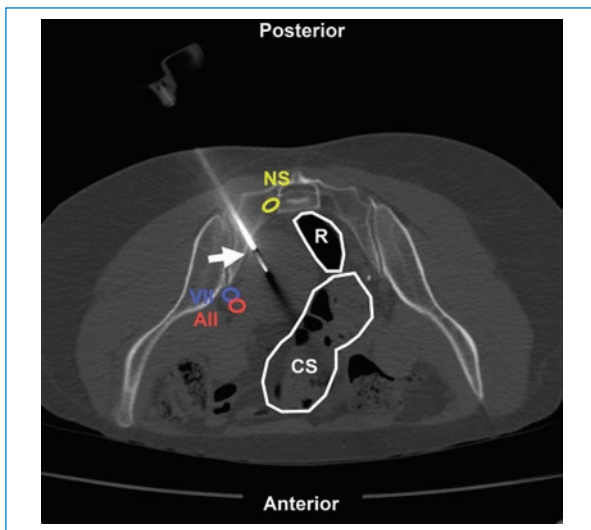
Mujer de 59 años con masa presacra en contexto de dolor pelviano inespecífico. BP coaxial con acceso trans-sacro (flecha) bajo TC. Estructuras a evitar: NS: nervio sacro; AII: arteria ilíaca interna; VII: vena ilíaca interna; CS: colon sigmoide; R: recto. Aguja utilizada: Jamshidi 11 G con Franseen 18 G. Diagnóstico final: schwannoma.
